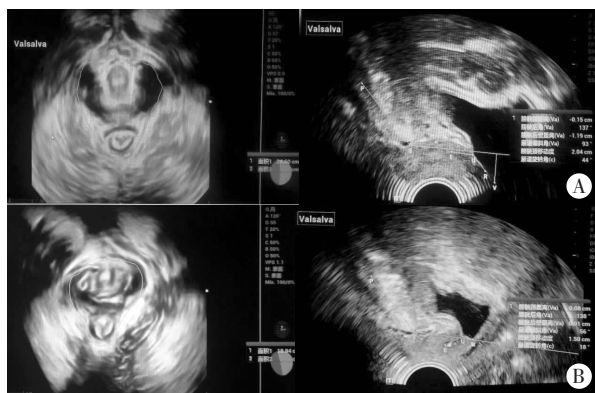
某典型患者治疗前后,最大Valsalva动作下经会阴三维盆底超声图像
